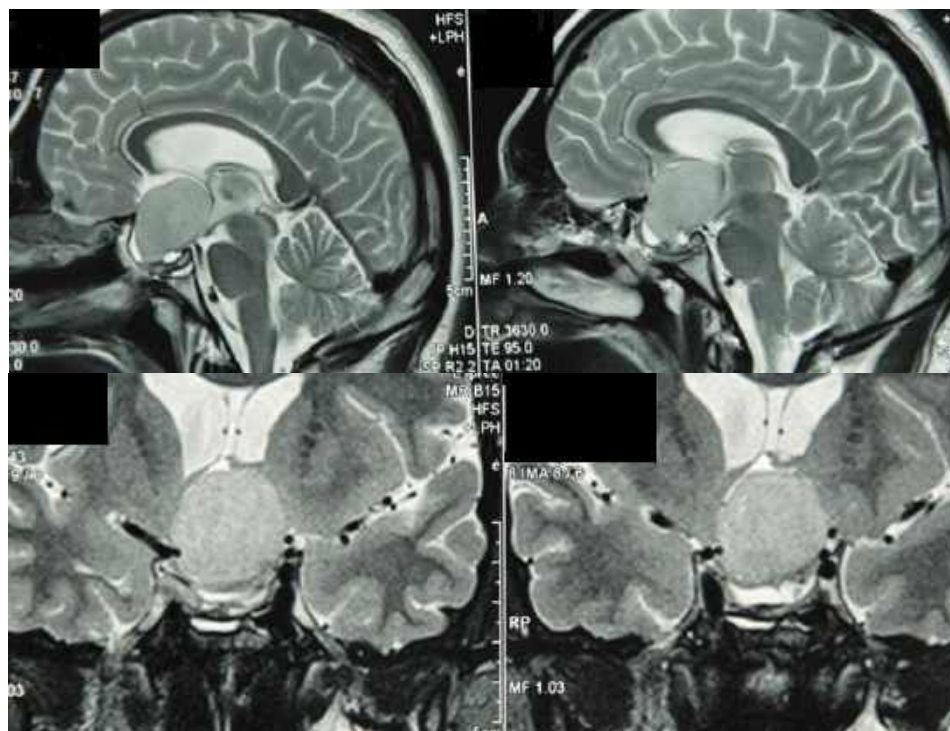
Спостереження №41. Хворий К-ик, (історія хвороби №4438/2; 1098/2). Доопераційна контрольна МРТ у хворого оперованого із застосуванням трансфеноїдального підходу в 2 етапи перед проведенням другої операції.
